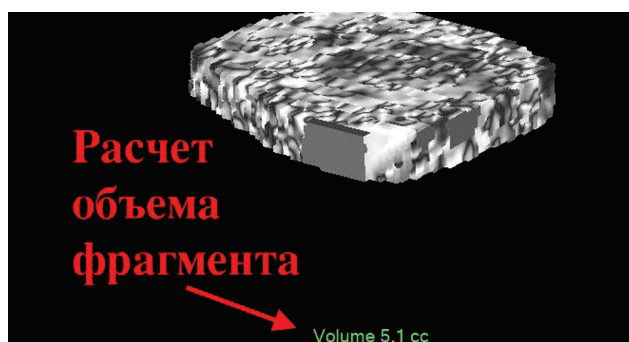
Мультиспиральная компьютерная томограмма. Мягкотканый режим. 3D-реконструкция. Метка установлена на костном крае, изображения за окружностью исключены
